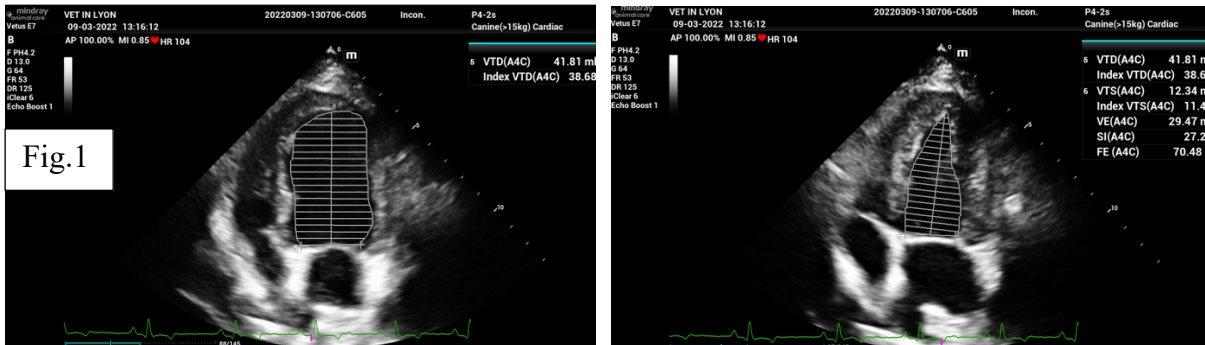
Coupe parasternale gauche apicale et fraction d'éjection du ventricule gauche
